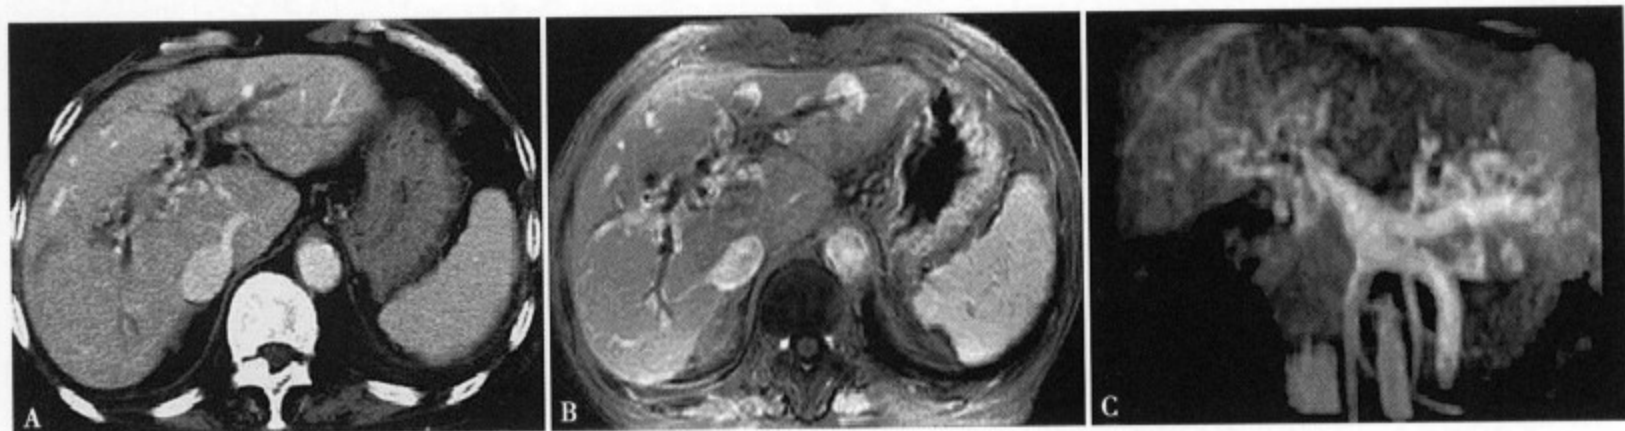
CT 和 MRI 轴位增强扫描图像 (A、B)，门静脉期上述软组织影明显强化，表现为扩张迂曲的网状血管结构，向肝内门静脉呈细条状延伸。增强 MRA 图像 (C) 见门静脉、脾静脉周围可见多发点状、结节状及细网状强化的血管影，走行迂曲，呈海绵样变
